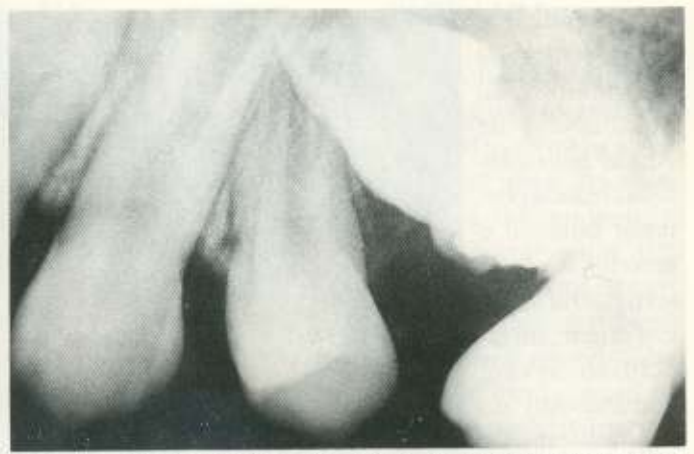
Radiografia periapical denunciando a infra-oclusão do segundo molar decíduo superior esquerdo com presença de restauração radiopaca na superfície oclusal e retenção mecânica do pré-molar sucessor. A crista óssea mesial do primeiro molar permanente apresentava indícios de diminuição.
